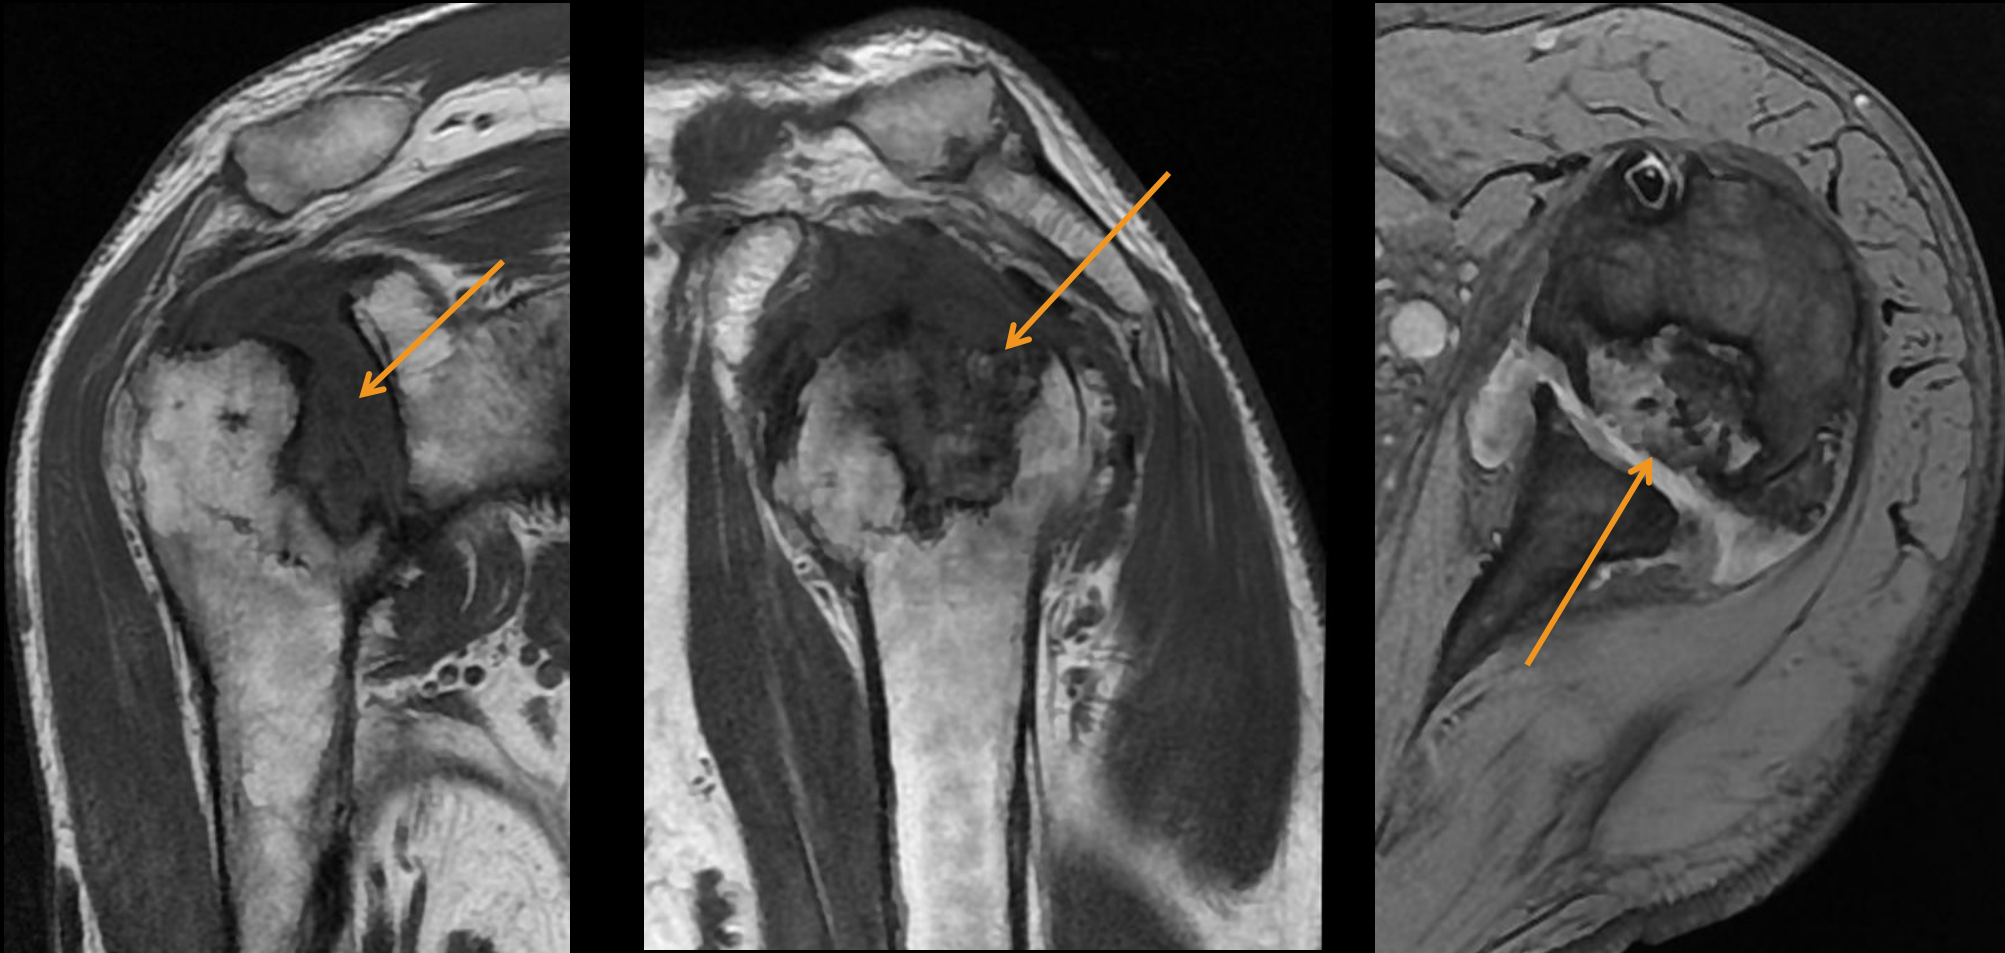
Artrosis avanzada en paciente adulto con antecedente de NAV de cabeza humeral en la infancia y enfermedad de células falciformes. RM con secuencias T1 coronal y sagital y 2D MERGE axial donde se evidencian cambios degenerativos avanzados y derrame articular.
